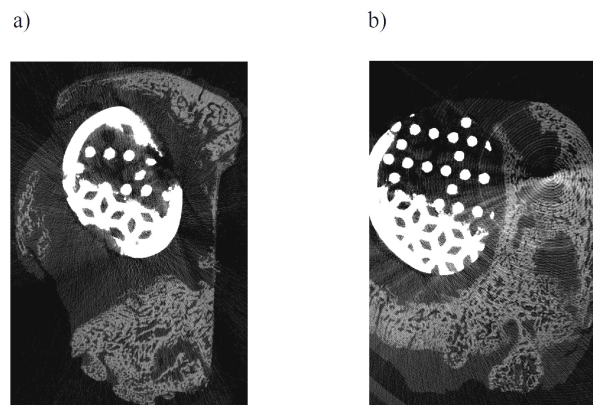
Coupes issues d'un μ CT : intensité de a) 114 μ A et b) 200 μ A.
